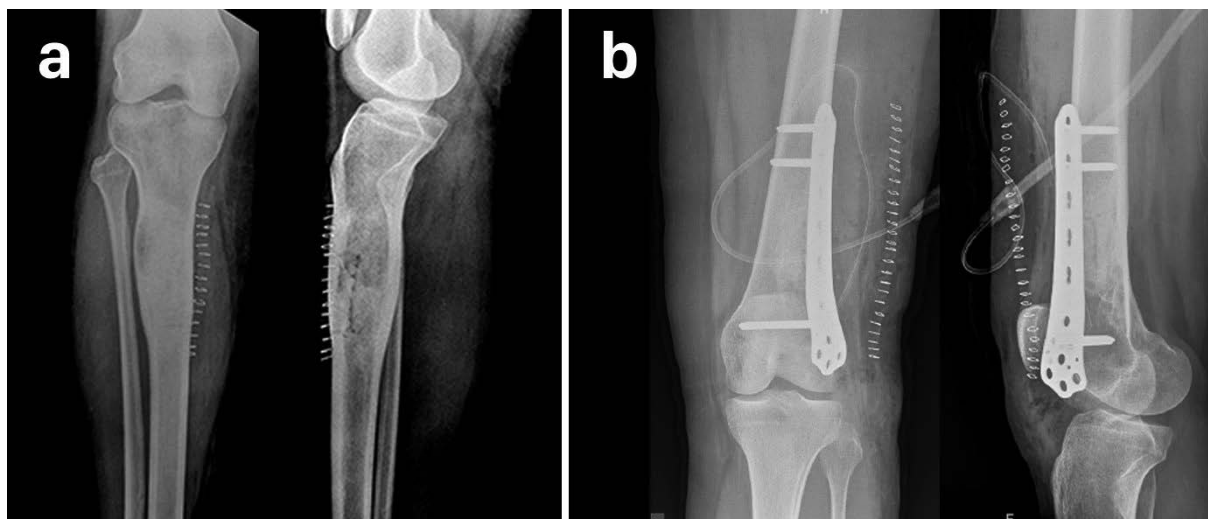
a: imagen de radiografía simple de tibia derecha correspondiente al postoperatorio inmediato. b: imagen de radiografía simple de fémur izquierdo correspondiente al postoperatorio inmediato.
